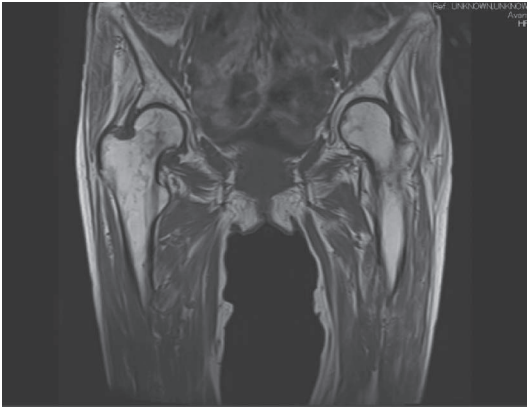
MRI像：T1強調像（入院7日目） 大腿骨頸部に線上の低信号域が認められる。
